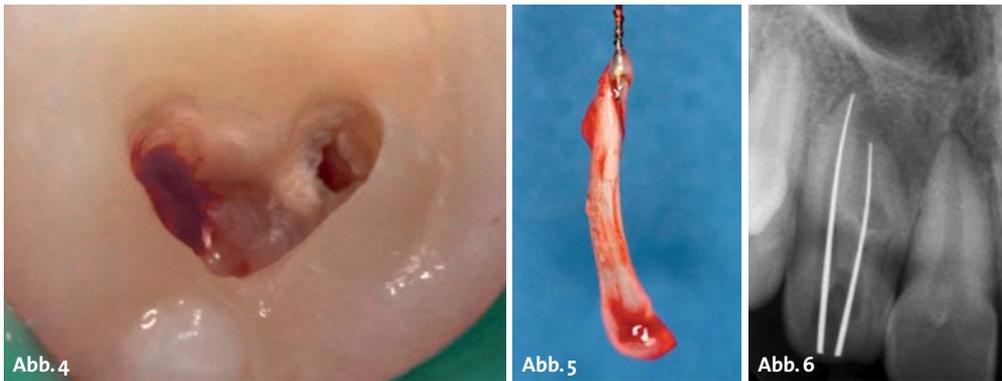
Trepanationsbefund nach Eröffnung des Pulpakavums. Stark durchblutetes Gewebe im distalen und nekrotisches Gewebe im mesialen Wurzelkanal. – Abb. 5: Exstirpiertes Pulpagewebe aus dem sensiblen distalen Wurzelkanal des Zahns 12. – Abb. 6: Silberstiftaufnahme zur röntgenologisch gestützten Bestimmung von Wurzellänge und Kanalverlauf.
